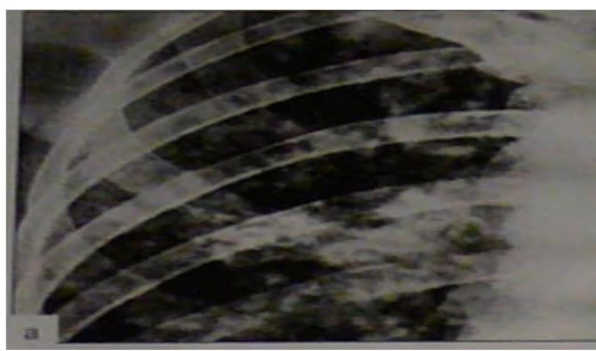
Подострый диссеминированный туберкулёз. а - фрагмент обзорной прямой рентгенограммы; б-КТ.
